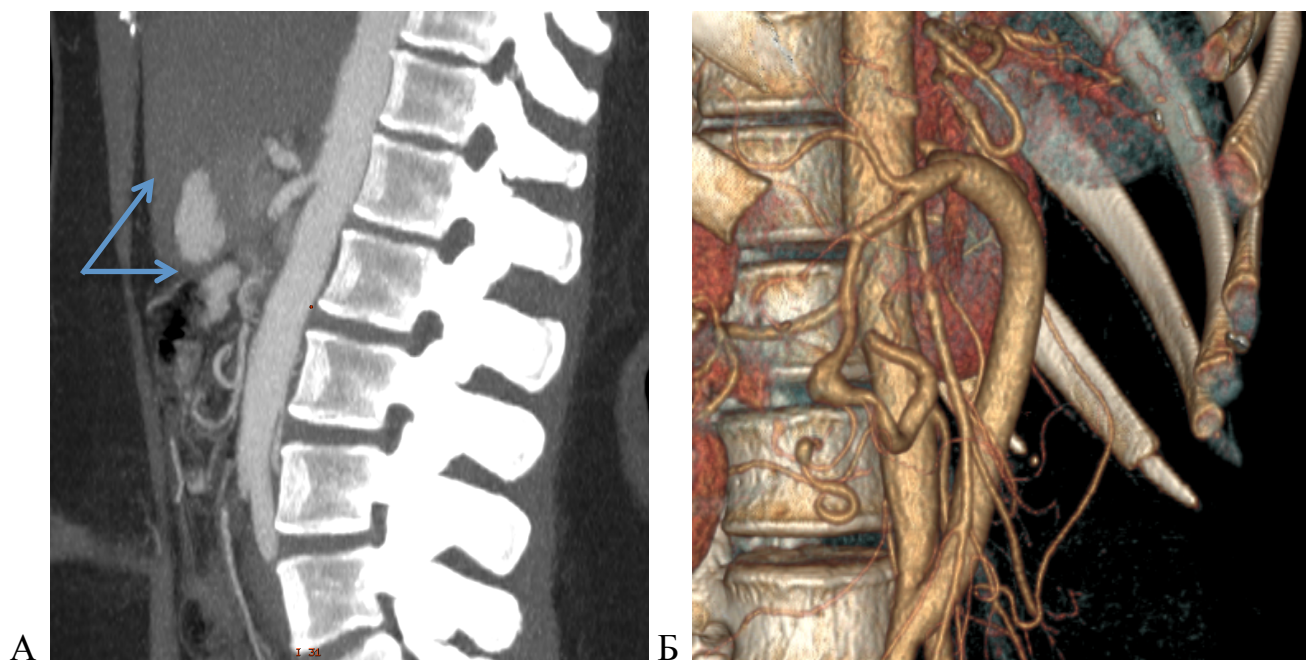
МСКТ-ангиограммы БА, ЧС и ВБА: А – до операции (окклюзия ЧС, стеноз ВБА, аневризмы нижней ПДА); Б – после операции (нормально проходимые ВБА и подвздошно-общепеченочный шунт и ветви ЧС).
